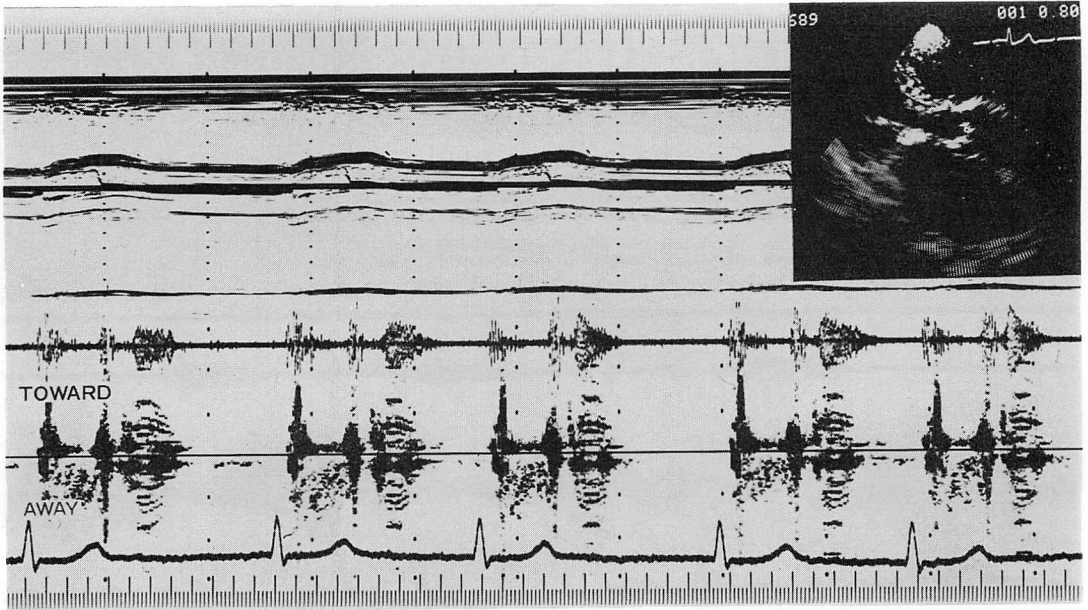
Pulsed Doppler echocardiogram showing harmonic signals at the fundamental frequency of 200 Hz.
